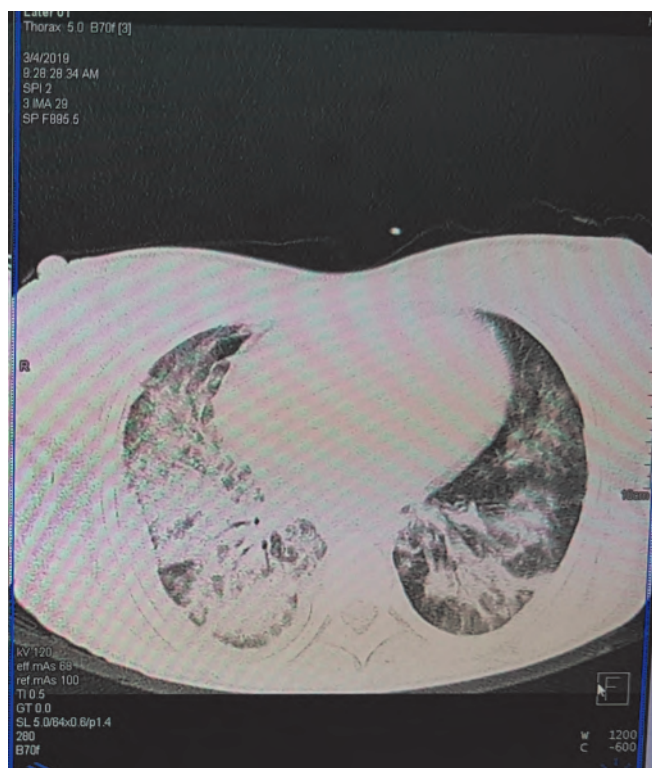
Компьютерная томограмма грудной клетки на 15-е сутки
